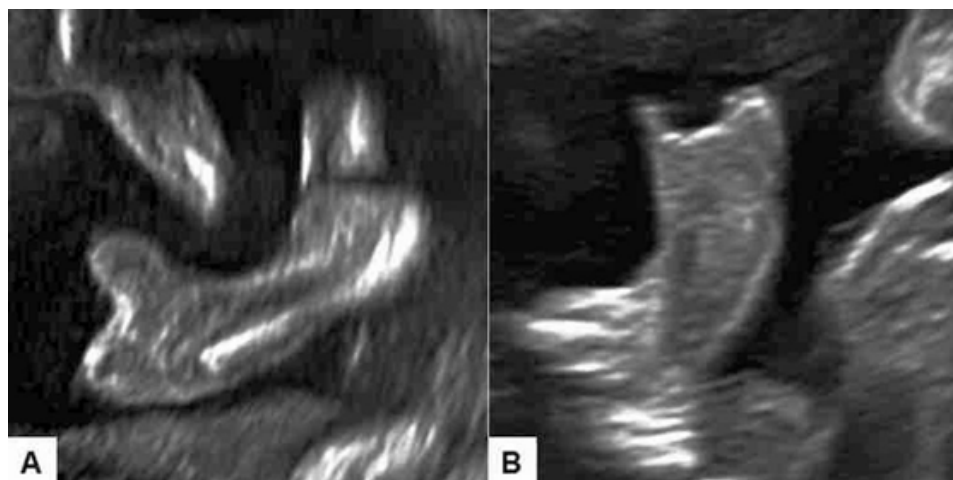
Ecografía prenatal a las 21 semanas del complejo Gollop-Wolfgang. A. Evidencia de bifurcación femoral derecha con agenesia tibial. B. Pie equino varo con apariencia de tridente, sindactilia e hipoplasia distal.
